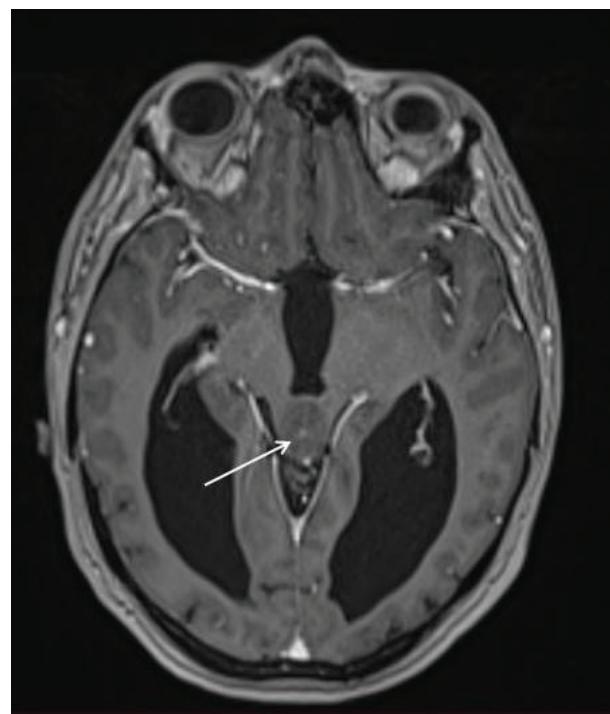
МРТ головного мозга в 2025 г. (аксиальная проекция), постконтрастное изображение. В проекции пластиинки четверохолмия выявляется образование (белая стрелка) с четкими контурами, расположенное центрально – периакведуктально, размерами 18×15×16 мм (объем – 2,4 см³), парамагнетик не накапливает
